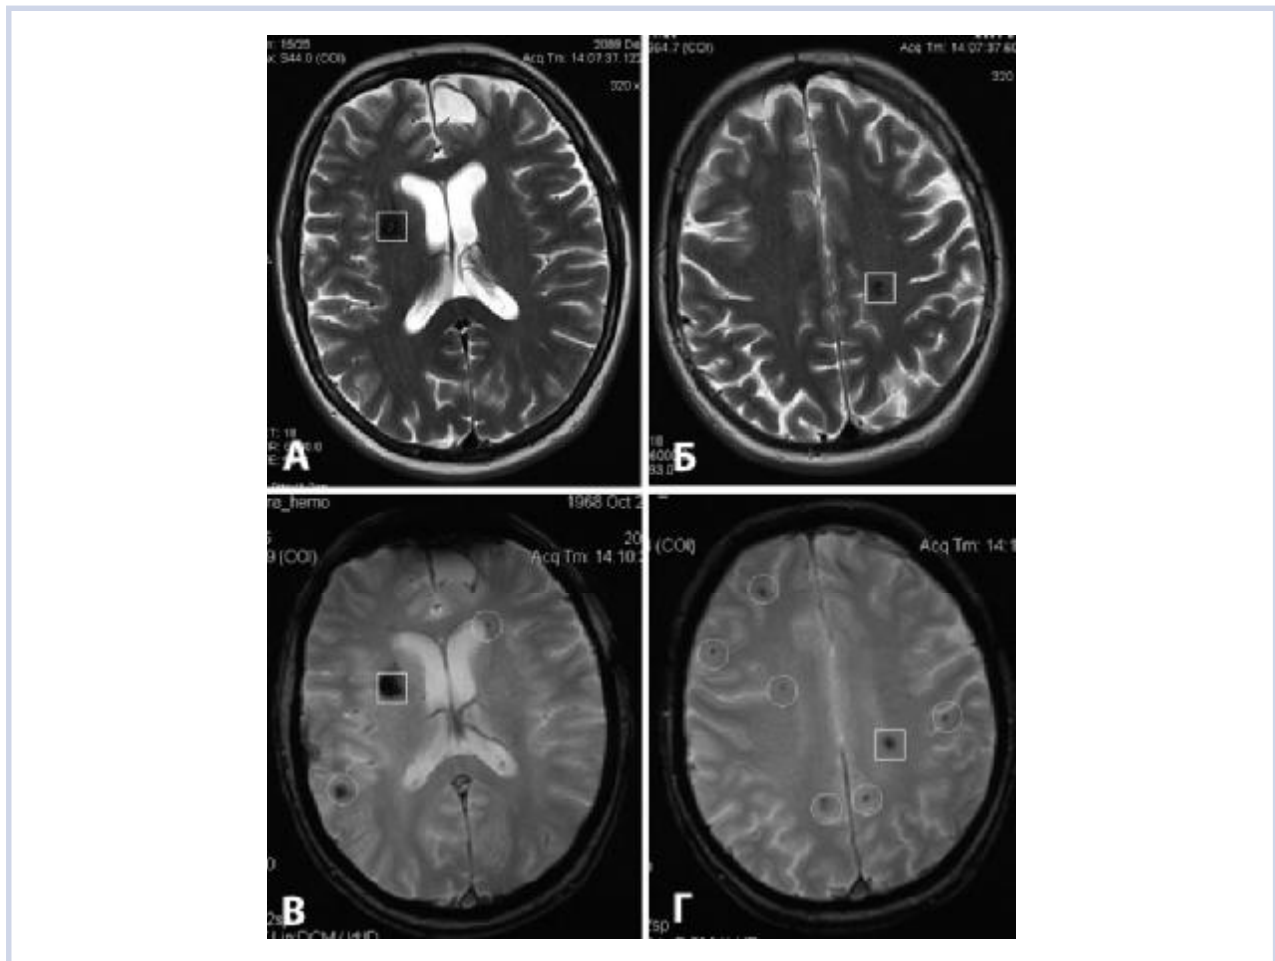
Диагностика каверном при МРТ в различных режимах.
